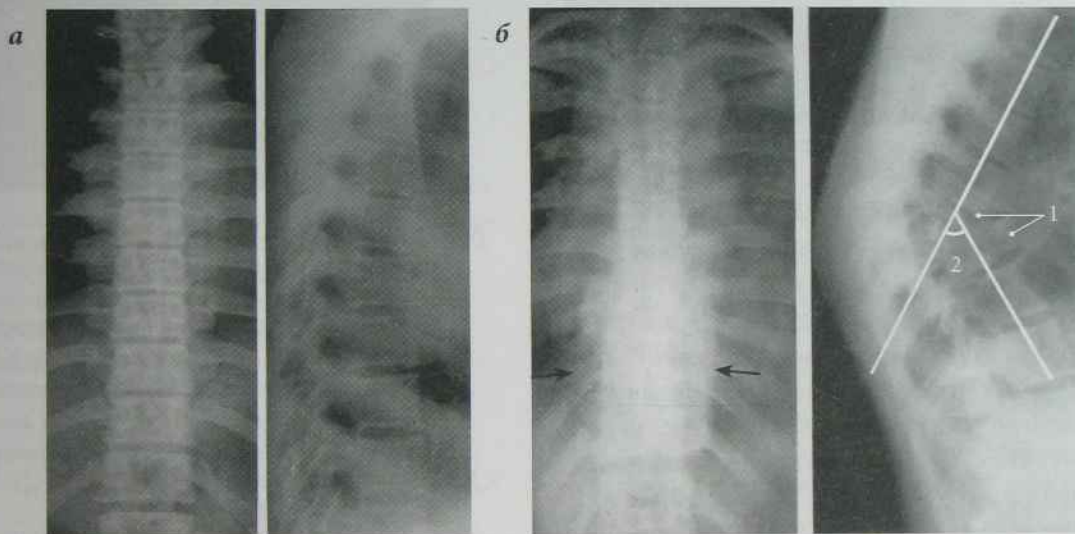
Рентгенограми середньонижньогрудного відділу хребта у двох проєкціях:
